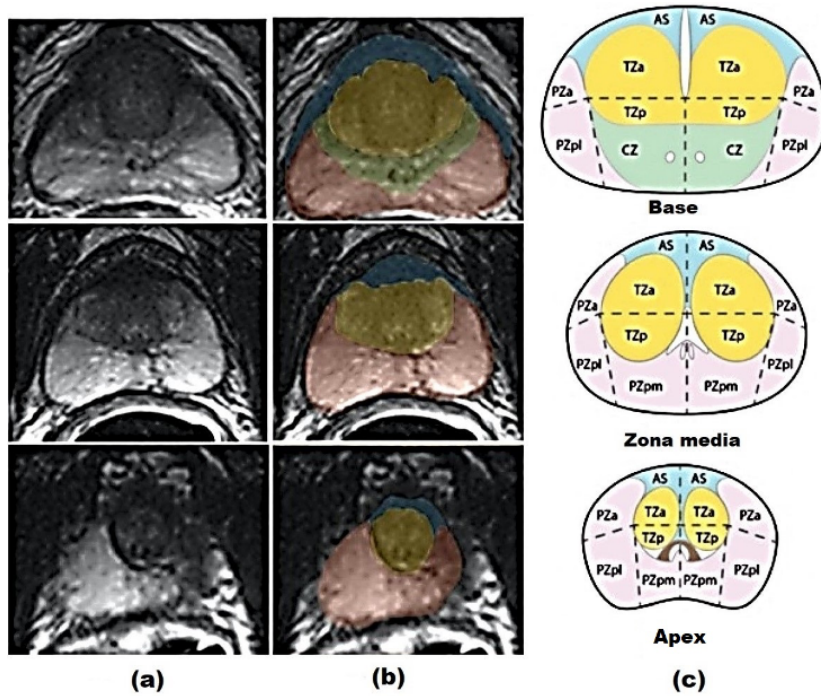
RM de próstata.
